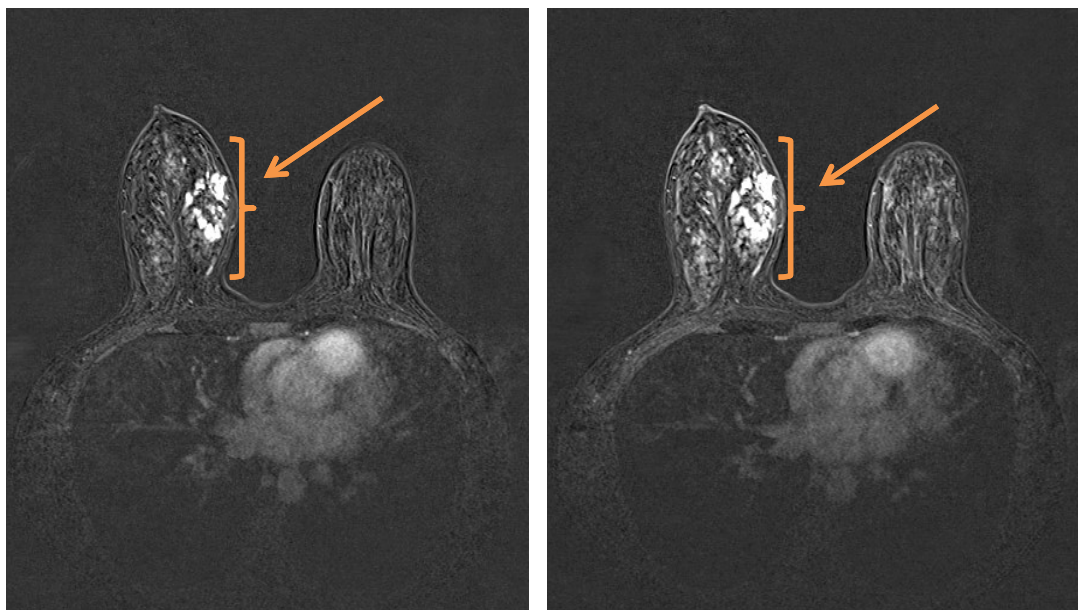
МРТ молочных желез — пост-, пре-контрастные изображения. Стрелками указаны выявленные изменения в молочной железе
